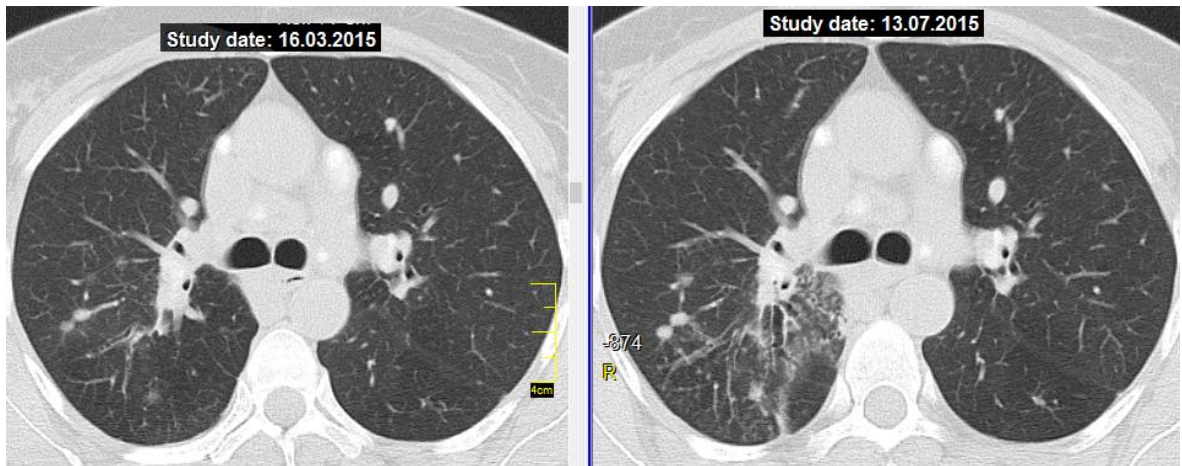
КТ хворої Ф. (аксіальні зрізи на рівні біфуркації трахеї), саркоїдоз органів дихання II стадії; зліва – КТ до початку лікування, справа – через 4 міс ГКС-терапії: поява великої ділянки зниження прозорості паренхіми за типом «матового скла» з дрібновузликowymi включеннями в S₆ правої легені.
